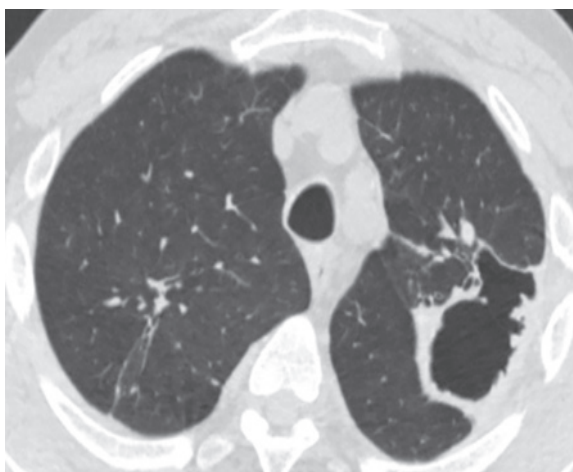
Комп'ютерна томограма ОГП (аксіальний зріз) пацієнта І. до операції
